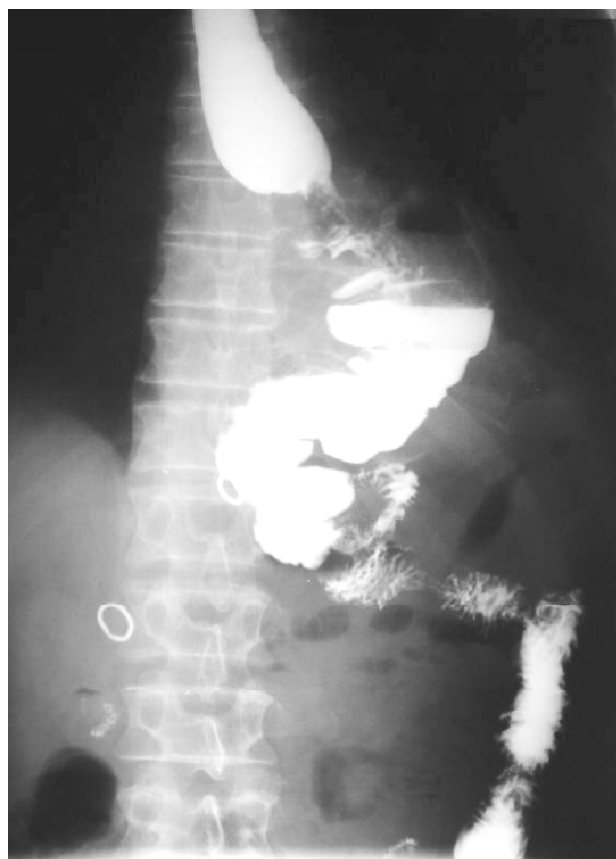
Рентгенограмма больного К. на 7-е сутки после операции. Эзофаго-колоанастомоз и эзофаго-энтероанастомоз без признаков несостоятельности
